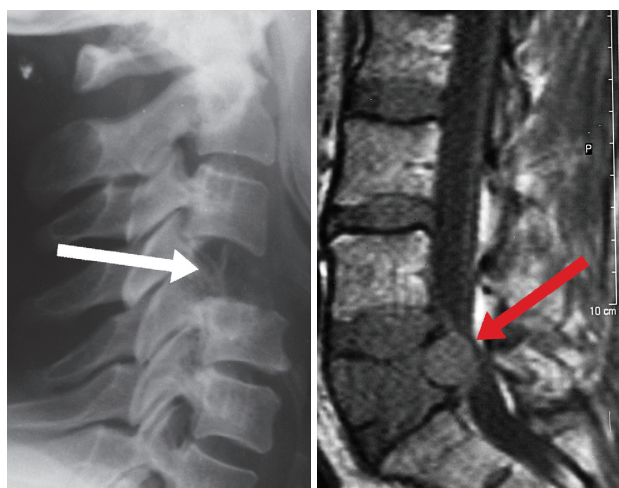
Остеолитический очаг «агрессивной» ГКО (стадия III по Enneking) практически полностью разрушил тело шейного позвонка. Рентгенограмма больной *Б*, 52 года.
